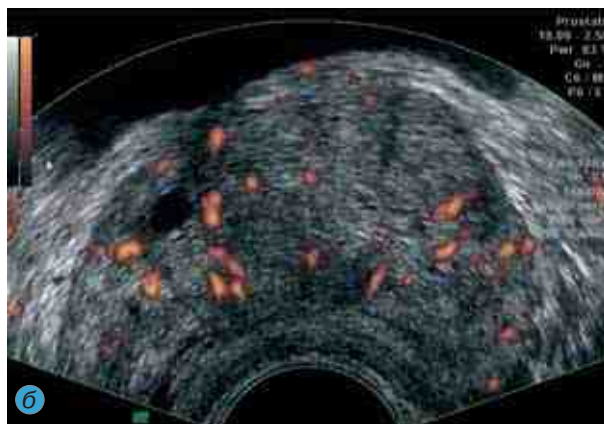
(продолжение). ТРУЗИ при кисте простаты:
